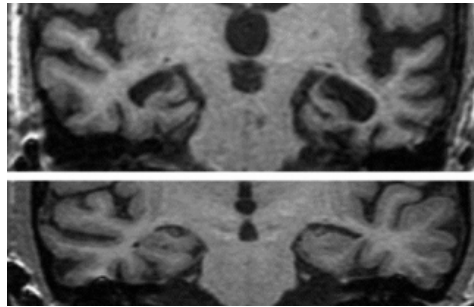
Coupes coronales d'acquisitions cérébrales par RMN centrées sur les hippocampes en séquences T1. Pour des troubles cognitifs comparables, l'absence d'atrophie hippocampique significative dans une DCL (image du bas) contraste avec l'atrophie hippocampique majeure dans une MA (Sheltens 3 ou 4 des deux côtés)(image du haut). Les diagnostics respectifs de DCL et de MA ayant été confirmés anatomopathologiquement (102).
